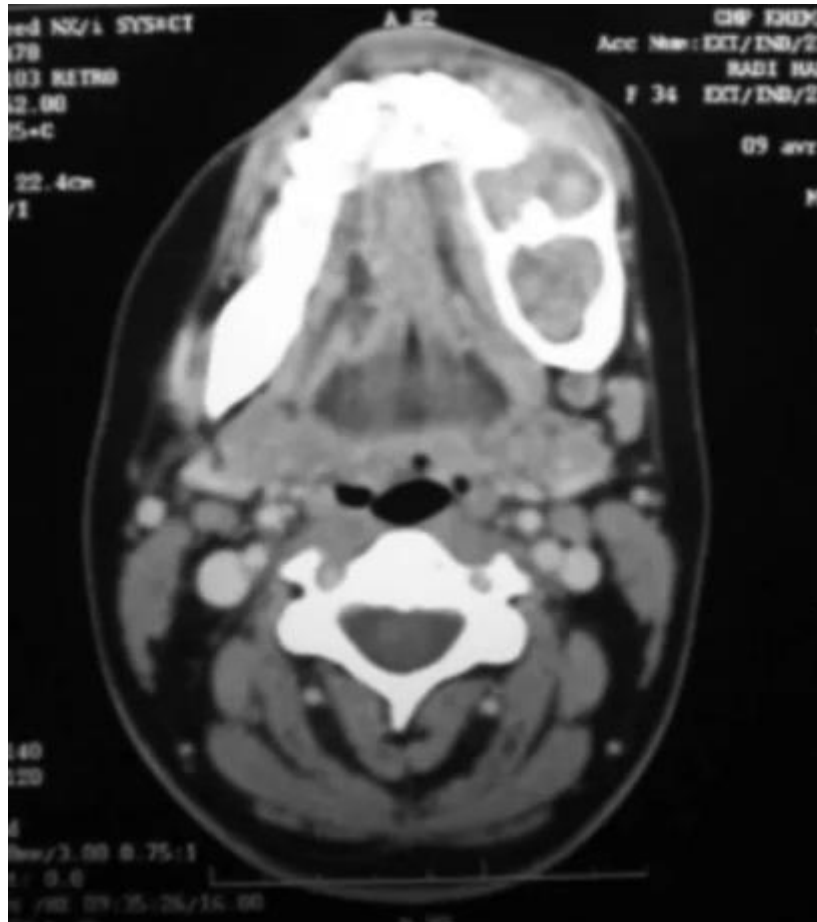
Aspect multikystique sur une coupe axiale TDM [29].
